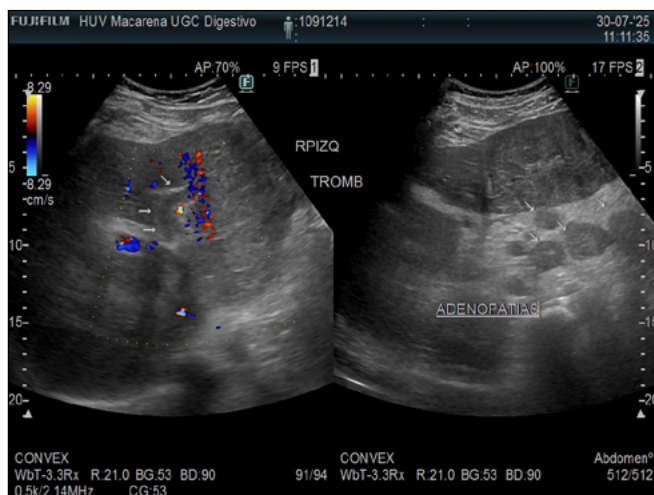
A la izquierda se aprecia la rama portal izquierda con ausencia de flujo en Doppler. A la derecha varias adenopatías perihiliares.
